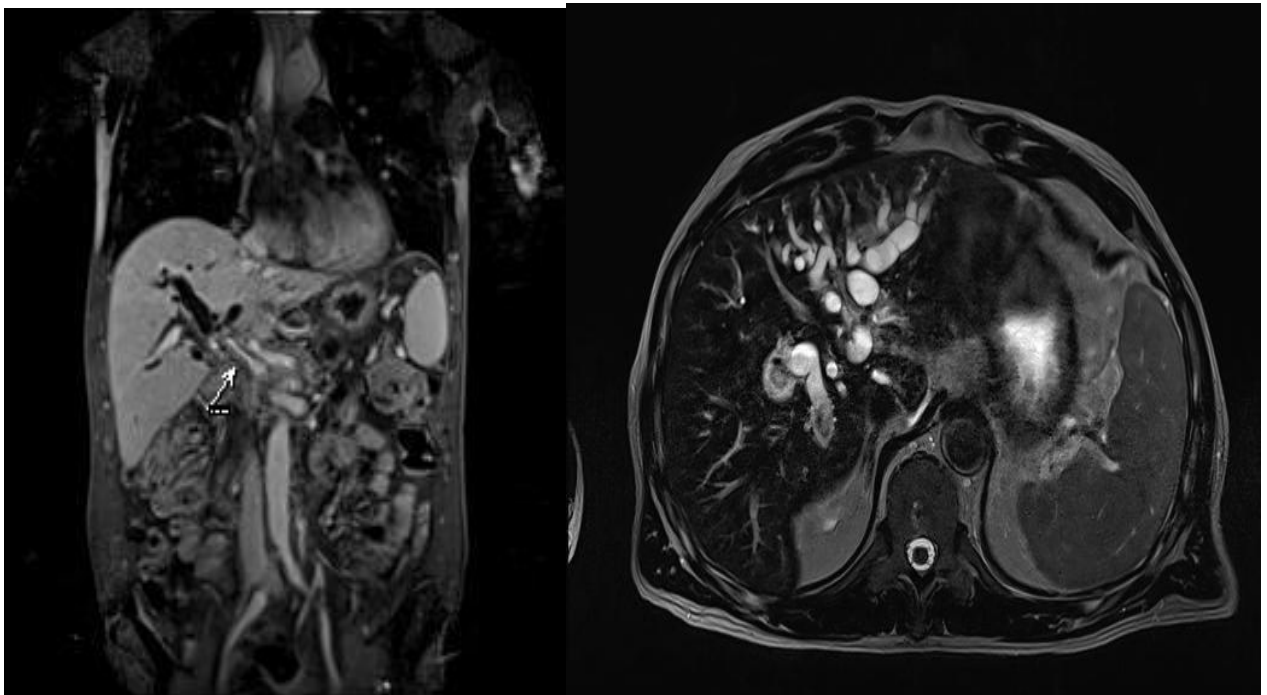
МРТ. Стан після ПДР. Біліарна гіпертензія, стеноз воротної вени (інтраопераційно – кріоабляція воротної вени). СА-19-9 1450 нг/мл. Випадок розцінений як рецидив пухлини в воротах печінки.
